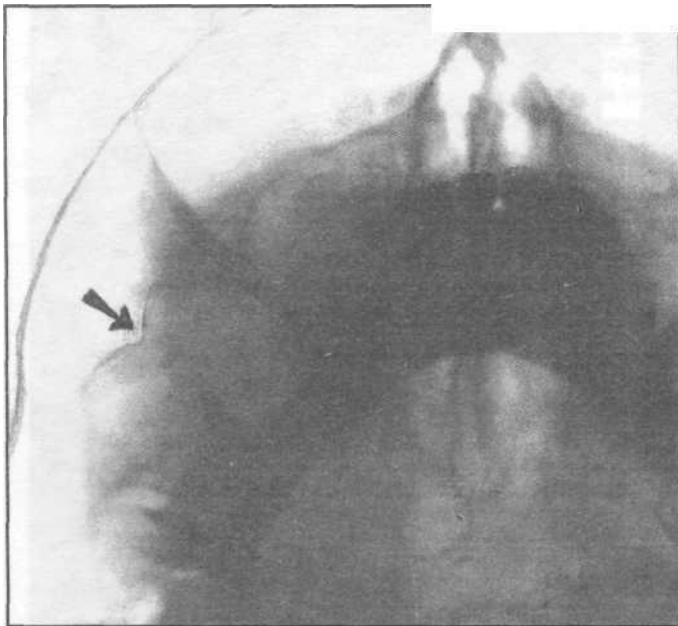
Рентгенограмма большого с переломом скуловой дуги справа.
